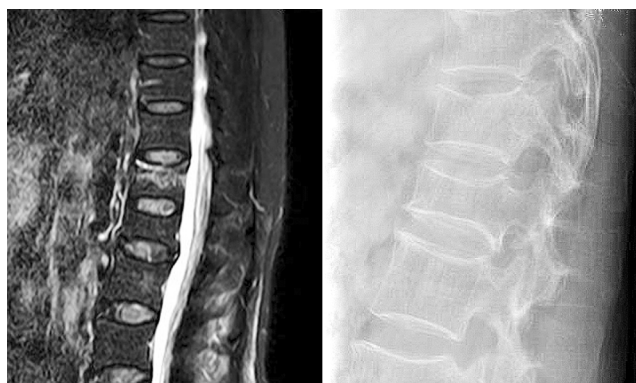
T₁₂ 压缩骨折术前 MRI 及 X 线片
